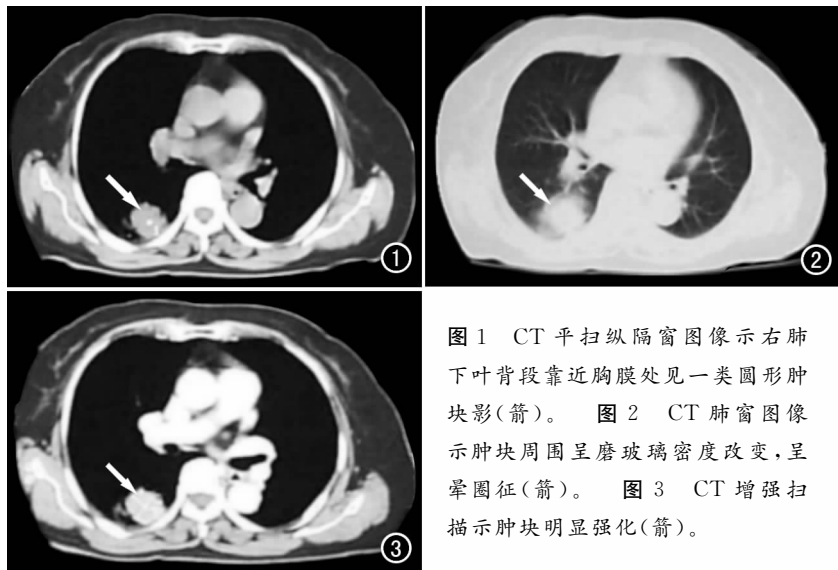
CT 平扫纵隔窗图像示右肺下叶背段靠近胸膜处见一类圆形肿块影(箭)。图 2 CT 肺窗图像示肿块周围呈磨玻璃密度改变, 呈晕圈征(箭)。图 3 CT 增强扫描示肿块明显强化(箭)。
